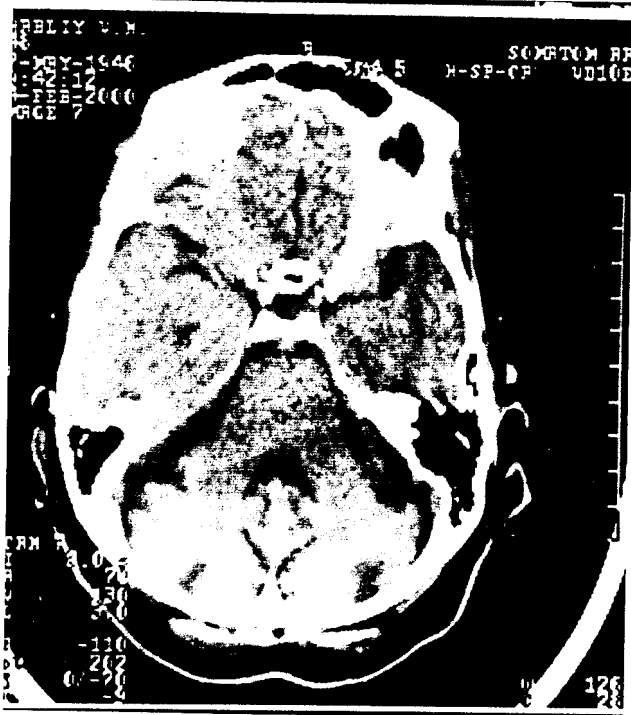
Компьютерная томограмма больной с подострой паранеопластической атаксией. Отмечаются признаки дегенерации мозжечка с истончением борозд и расширением третьего желудочка.
